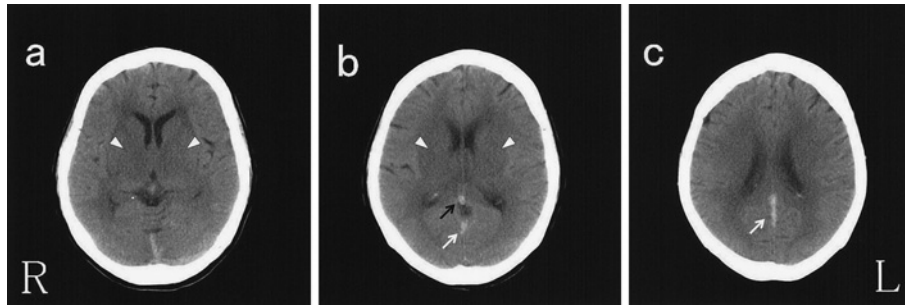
Computed tomography. Unenhanced computed tomography of the brain (a, b, c) demonstrates bithalamic hypodensities (white arrowheads), hyperdensities at the vein of Galen (black arrow), and at the straight sinus (white arrow).
